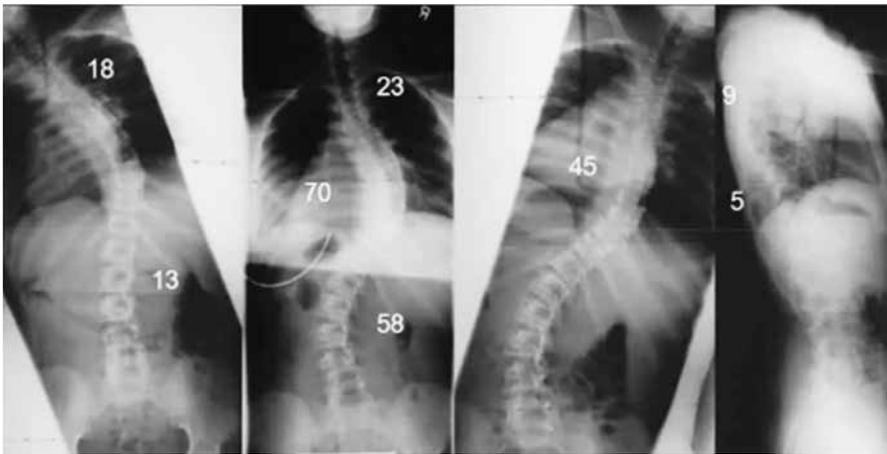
Radiografia de paciente com escoliose idiopática com curva torácica e lombar
